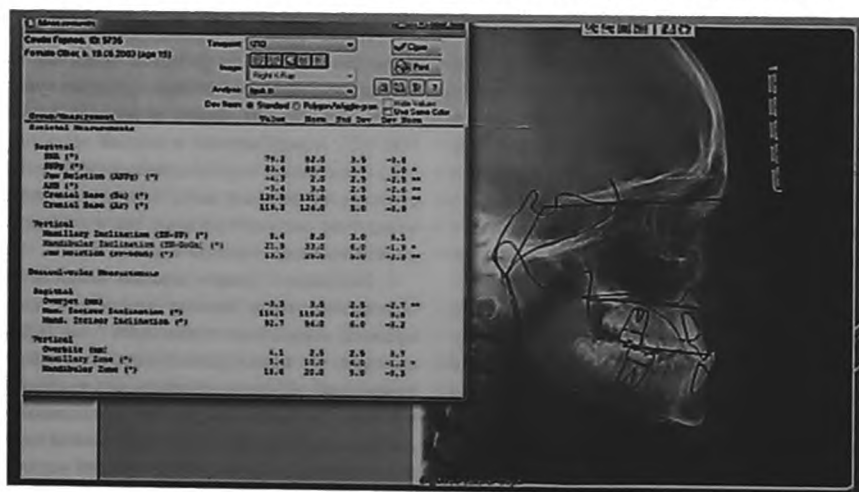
Анализ боковой телерентгенограммы до лечения: ретрогнатия верхней челюсти
